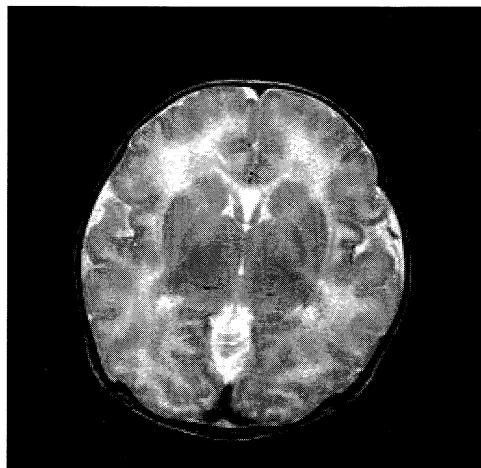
Brain MRI shows mild bilateral perisylvian cortical dysplasia.
